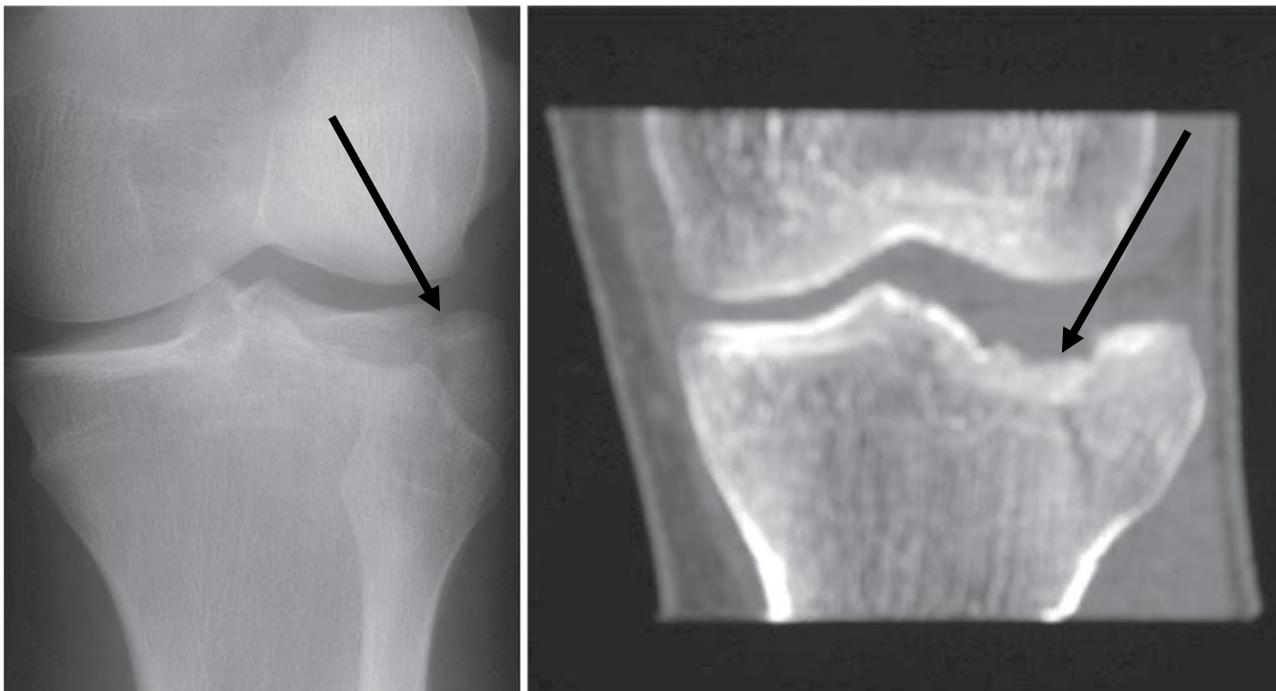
TAC de Fractura Schatzker III. Tomado de Insall J, Norman S. Insall & Scott Surgery of the Knee. 5th ed. New York: Elsevier; p.779(15)
